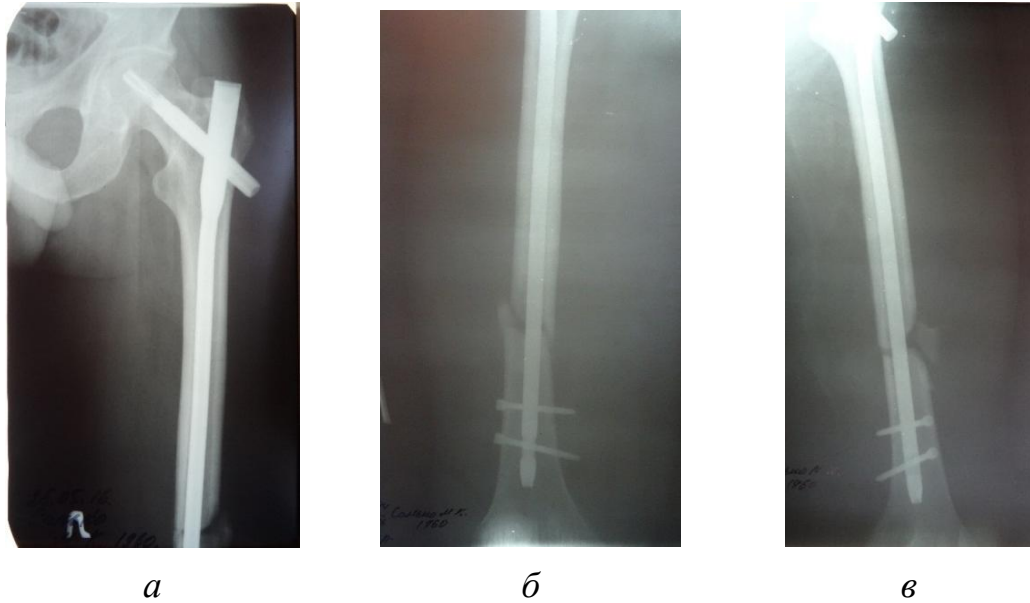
Рентгенограммы пациента С. после выполнения первичного остеосинтеза проксимальным бедренным гвоздем (long). Отмечается нестабильная фиксация перелома диафиза бедренной кости вследствие недостаточной длины интрамедуллярного стержня
